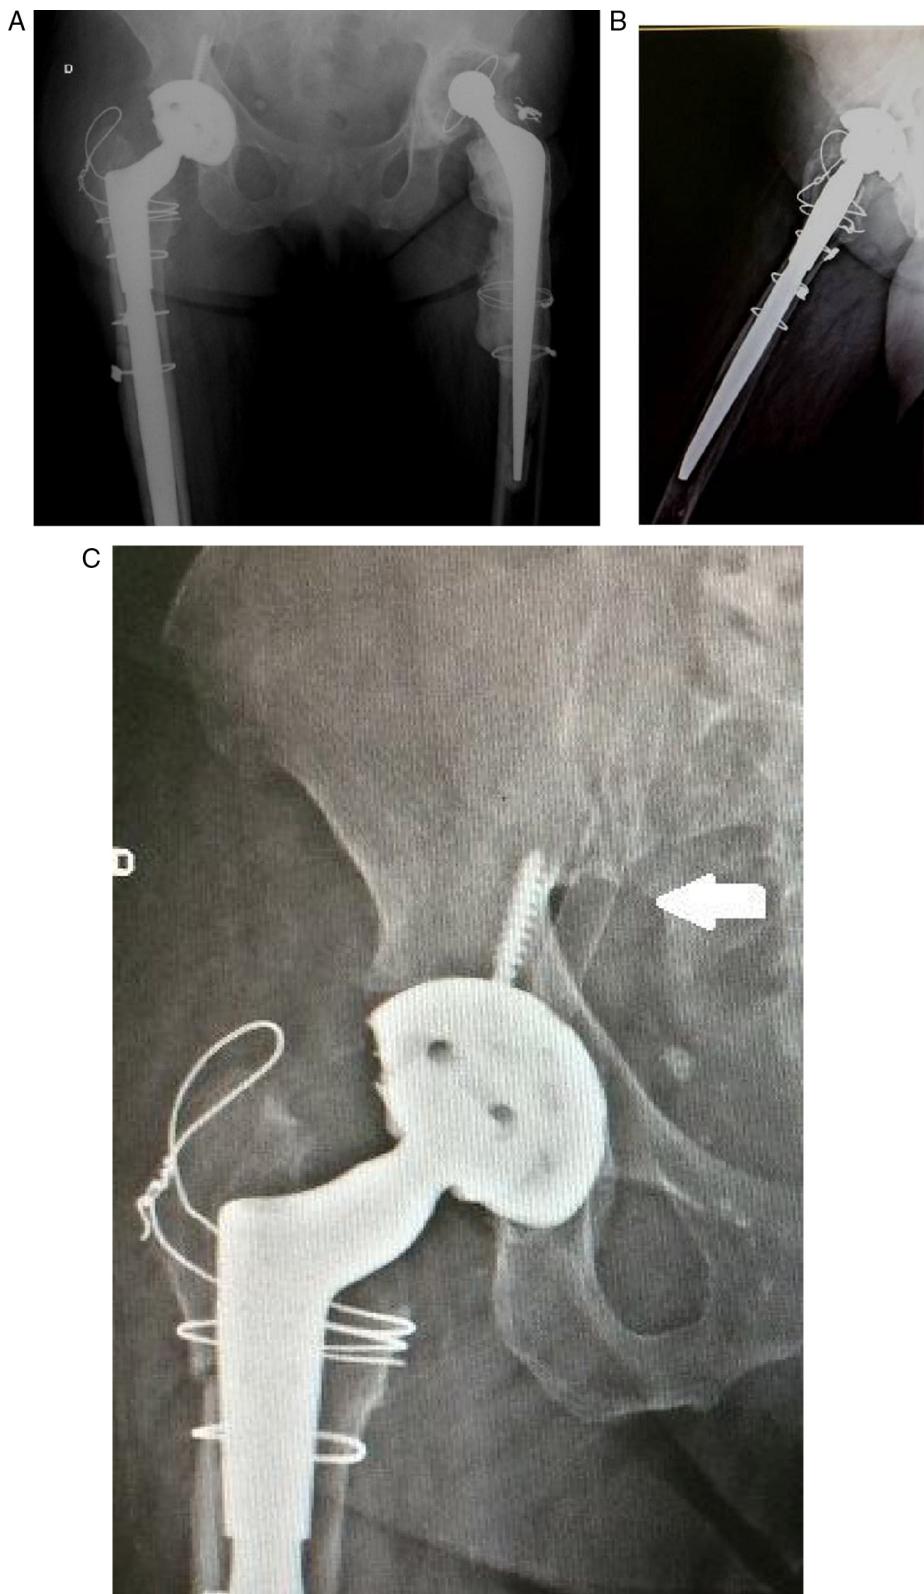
A, B, radiografias pós-operatórias da paciente frente e perfil; C, detalhe para a endoprótese (seta).
